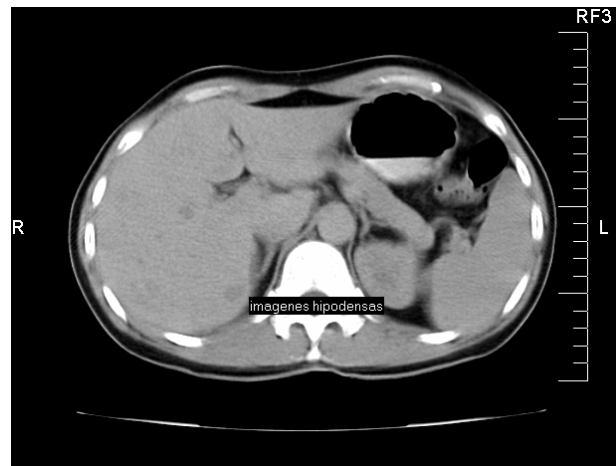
TAC contrastada: se evidencian las imágenes hipodensas a nivel de lóbulo derecho hepático que no se realzan tras la administración de contraste
